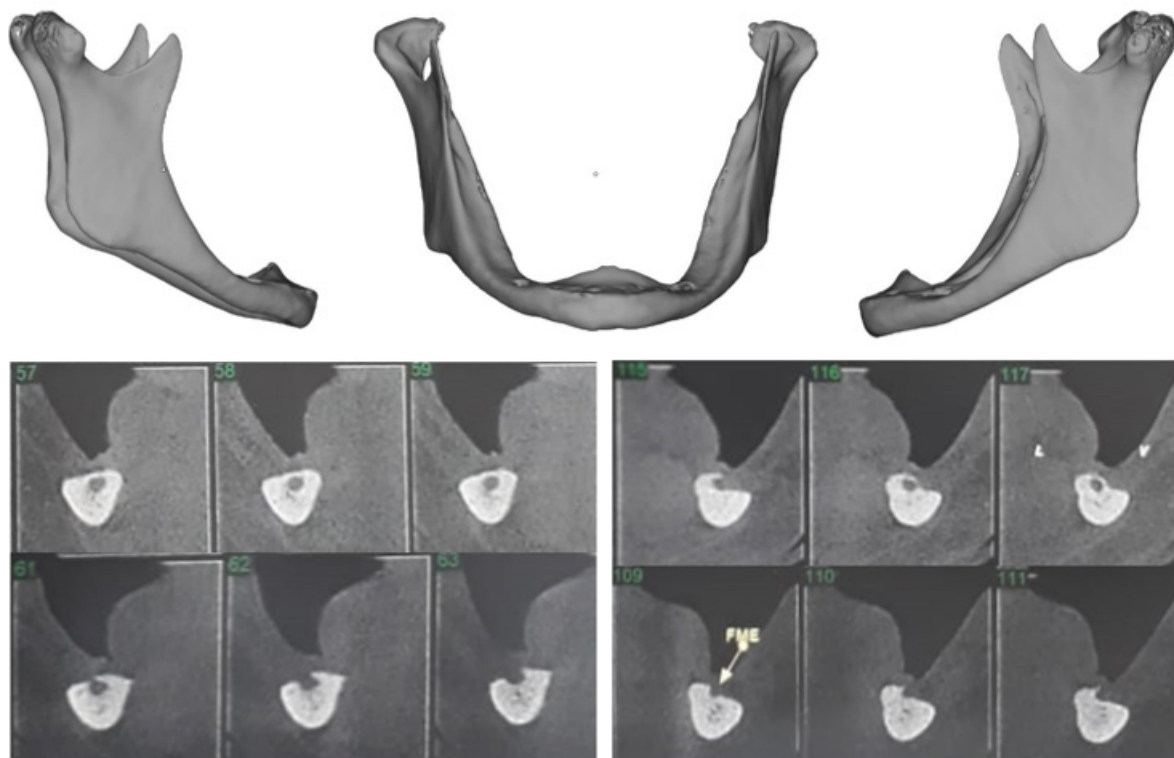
Reconstrução tridimensional da mandíbula obtida por meio de imagem de tomografia computadorizada. O exame revela reabsorção severa da mandíbula, com afloramento do forame mentoniano e acentuado adelgaçamento do corpo mandibular bilateralmente. Os cortes parassagittais demonstram a proximidade do trajeto do canal mandibular com a crista óssea, bem como o afloramento do forame mentoniano bilateralmente.
